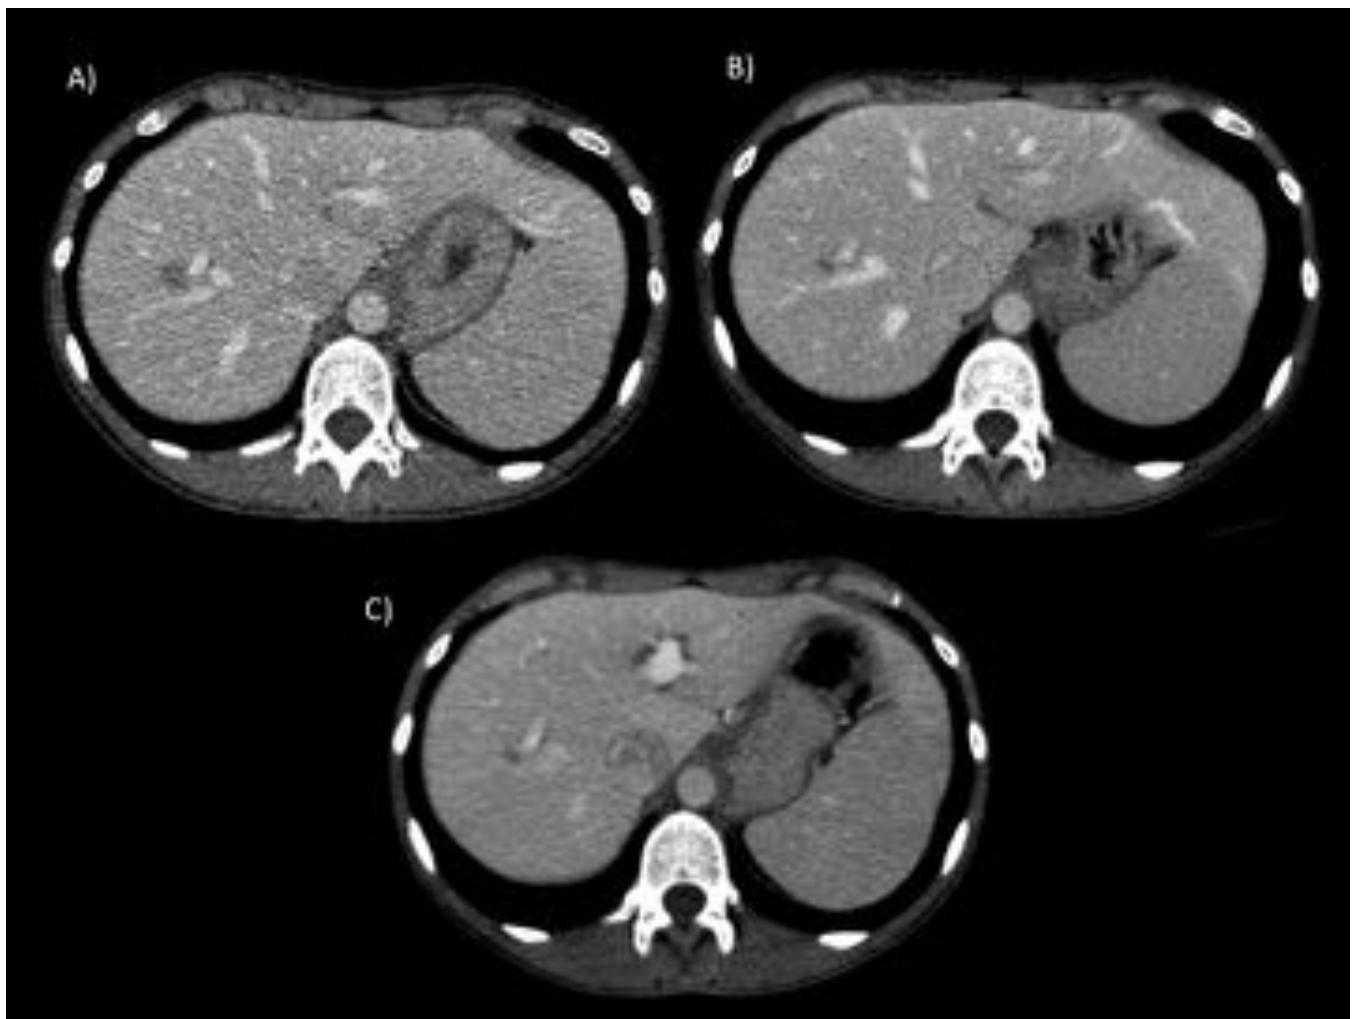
Mujer de 45 años con adenocarcinoma de pulmón en estadio IV. TC toracoabdominopélvico tras la administración de contraste intravenoso, cortes axiales a nivel hepático. A) TC screening: Lesión hepática hipodensa en segmento hepático VIII compatible con metástasis. B) TC 6ª semana: Disminución del tamaño de la lesión hepática. C) TC 12ª semana: Estabilidad en el tamaño y la atenuación de la lesión hepática.
